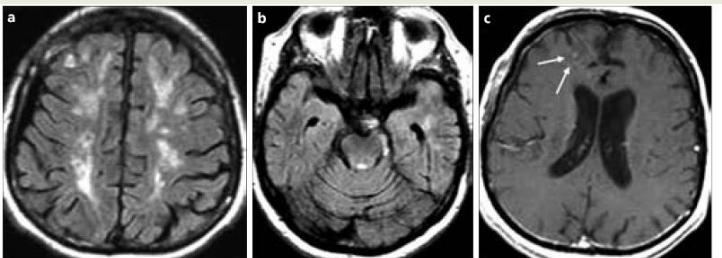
a-c. Follow-up MRI examination. Axial FLAIR images of the frontal, parietal, and temporal lobes (a, b) show regression of the lesions. Contrast-enhanced axial T1-weighted image (c) shows no meningeal enhancement; however, parenchymal enhancement at the areas of the infarcts is seen (arrows).
